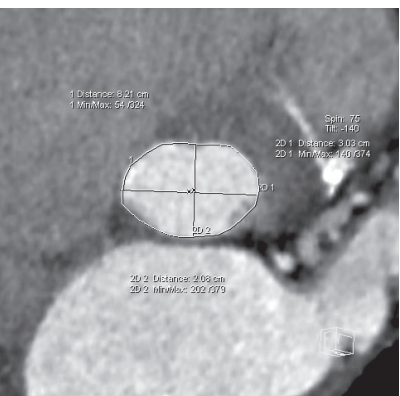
Badanie angio-TK, przekrój poprzeczny, równoległy do zastawki aortalnej, zastawka aortalna trójpłatkowa z masywnymi zwapnieniami
